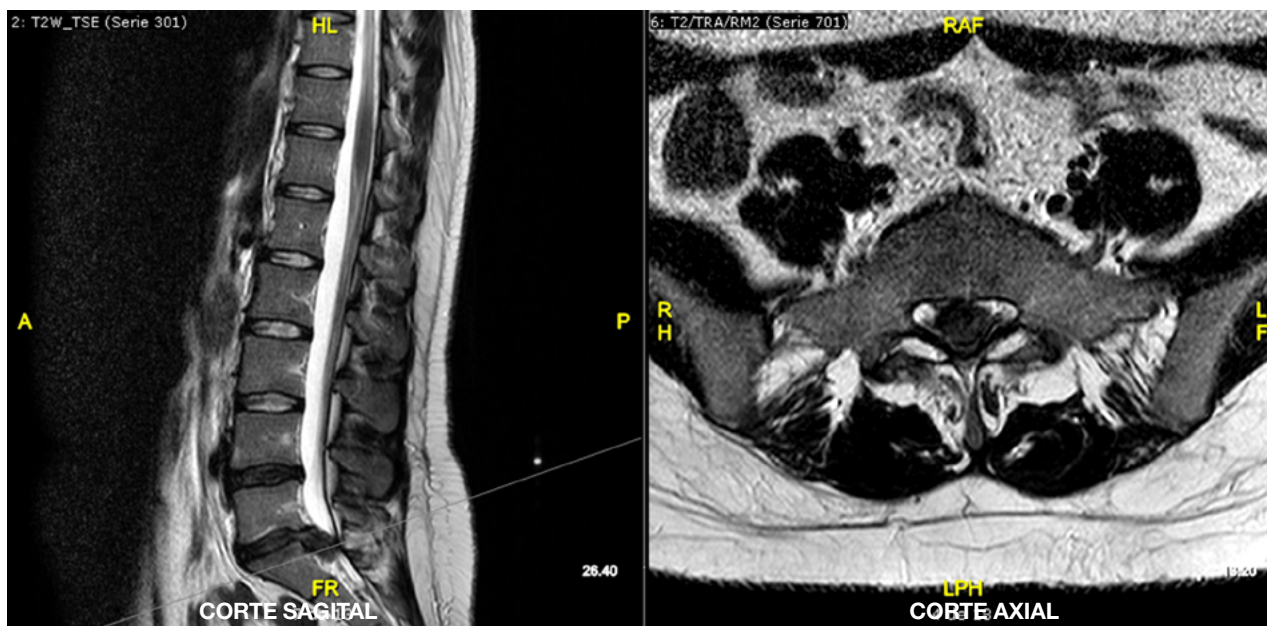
RM T2. Hernia discal extruida y migrada en sentido caudal a nivel L5-S1 que ocupa el canal raquídeo.
